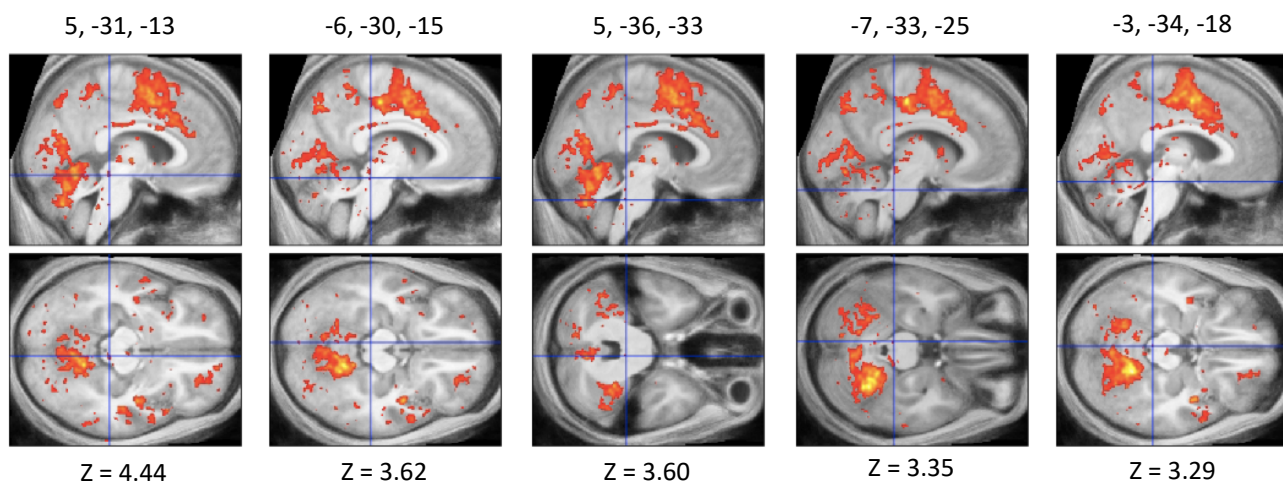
Régions activées de manière non significative au niveau du tronc cérébral, à proximité du LC. Les coordonnées x, y et z des pics d'activation, reportées dans l'espace MNI, sont notées au-dessus des images IRM correspondantes et indiquées par la croix bleue. Les z-scores (Z) qui y correspondent sont notés en dessous de celles-ci.
